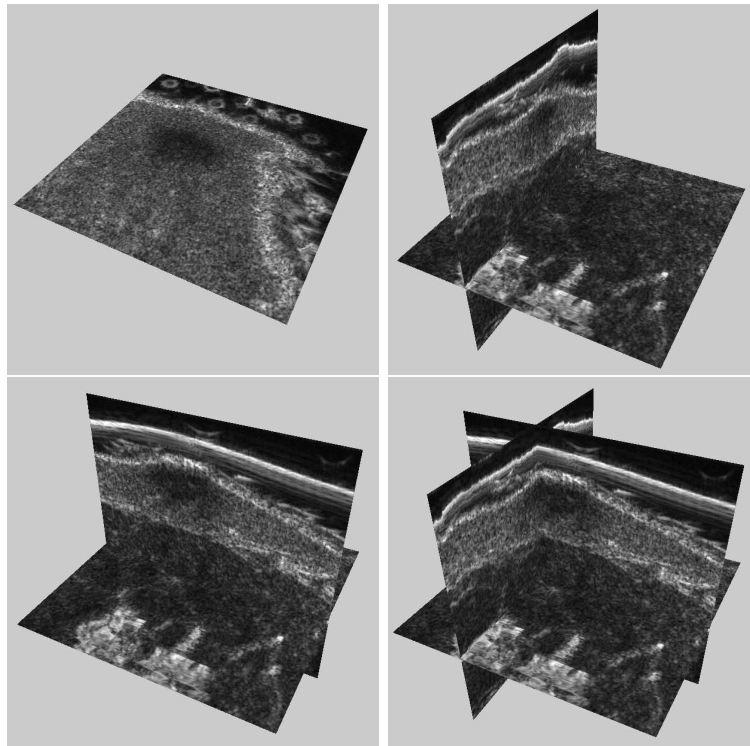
Image ultrasonore 3D de la peau contenant un nævus.
